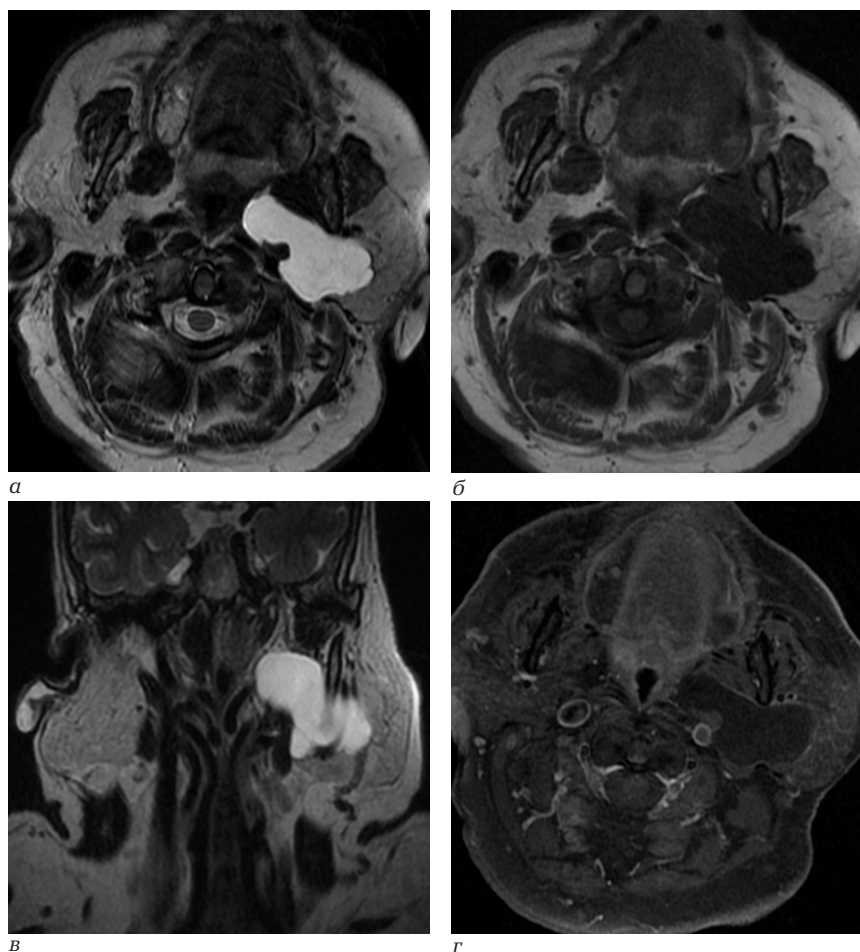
Пациентка М., 65 лет. Магнитно-резонансная томография: а – аксиальная плоскость T2 ВИ; б – аксиальная плоскость T1 ВИ; в – корональная плоскость T2 ВИ; г – аксиальная плоскость T1 ВИ с контрастным усилением
